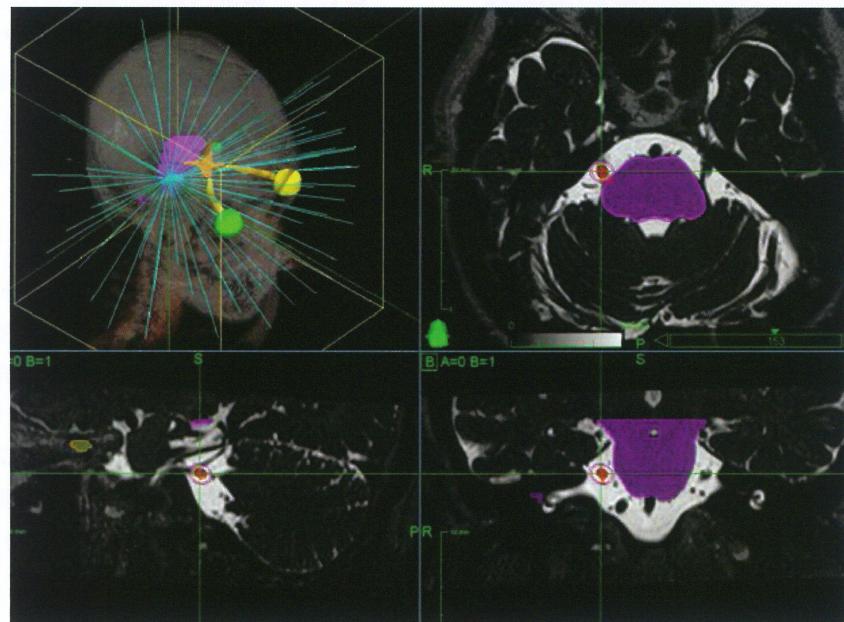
サイバーナイフによる三叉神経痛治療計画（MRI heavy T2 強調画像）
